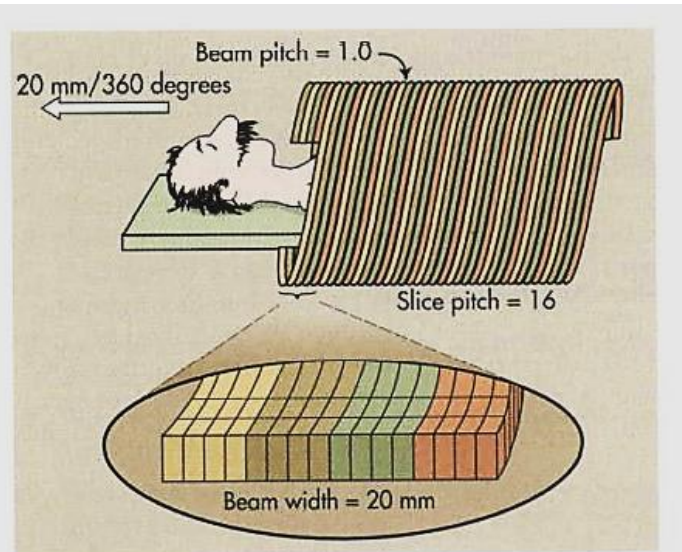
Slice pitch is not as important in CT as beam pitch.
